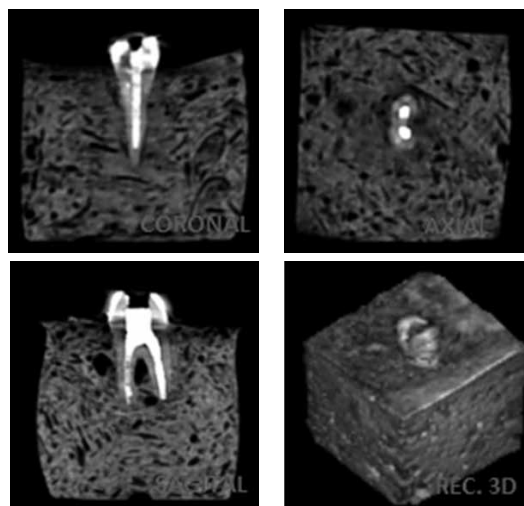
Imágenes obtenidas en los distintos cortes del Cone Beam.
